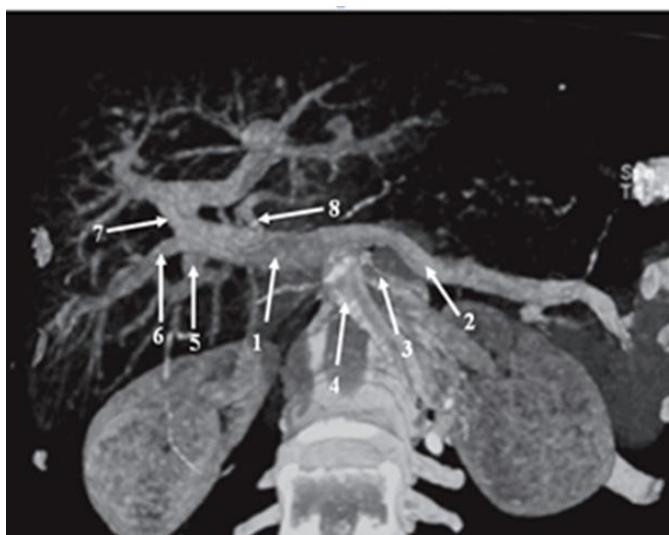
Формирование воротной вены на уровне межпозвоночного диска L1-L2 в результате слияния СВ (2), НБВ (3) и ВБВ (4). Квадрифуркация ВВ: 1 – воротная вена; 5 – задняя правая ветвь; 6 – передняя правая ветвь; 7 – левая ветвь; 8 – поперечная ветвь; изображение КТ в 3D реконструкции.
